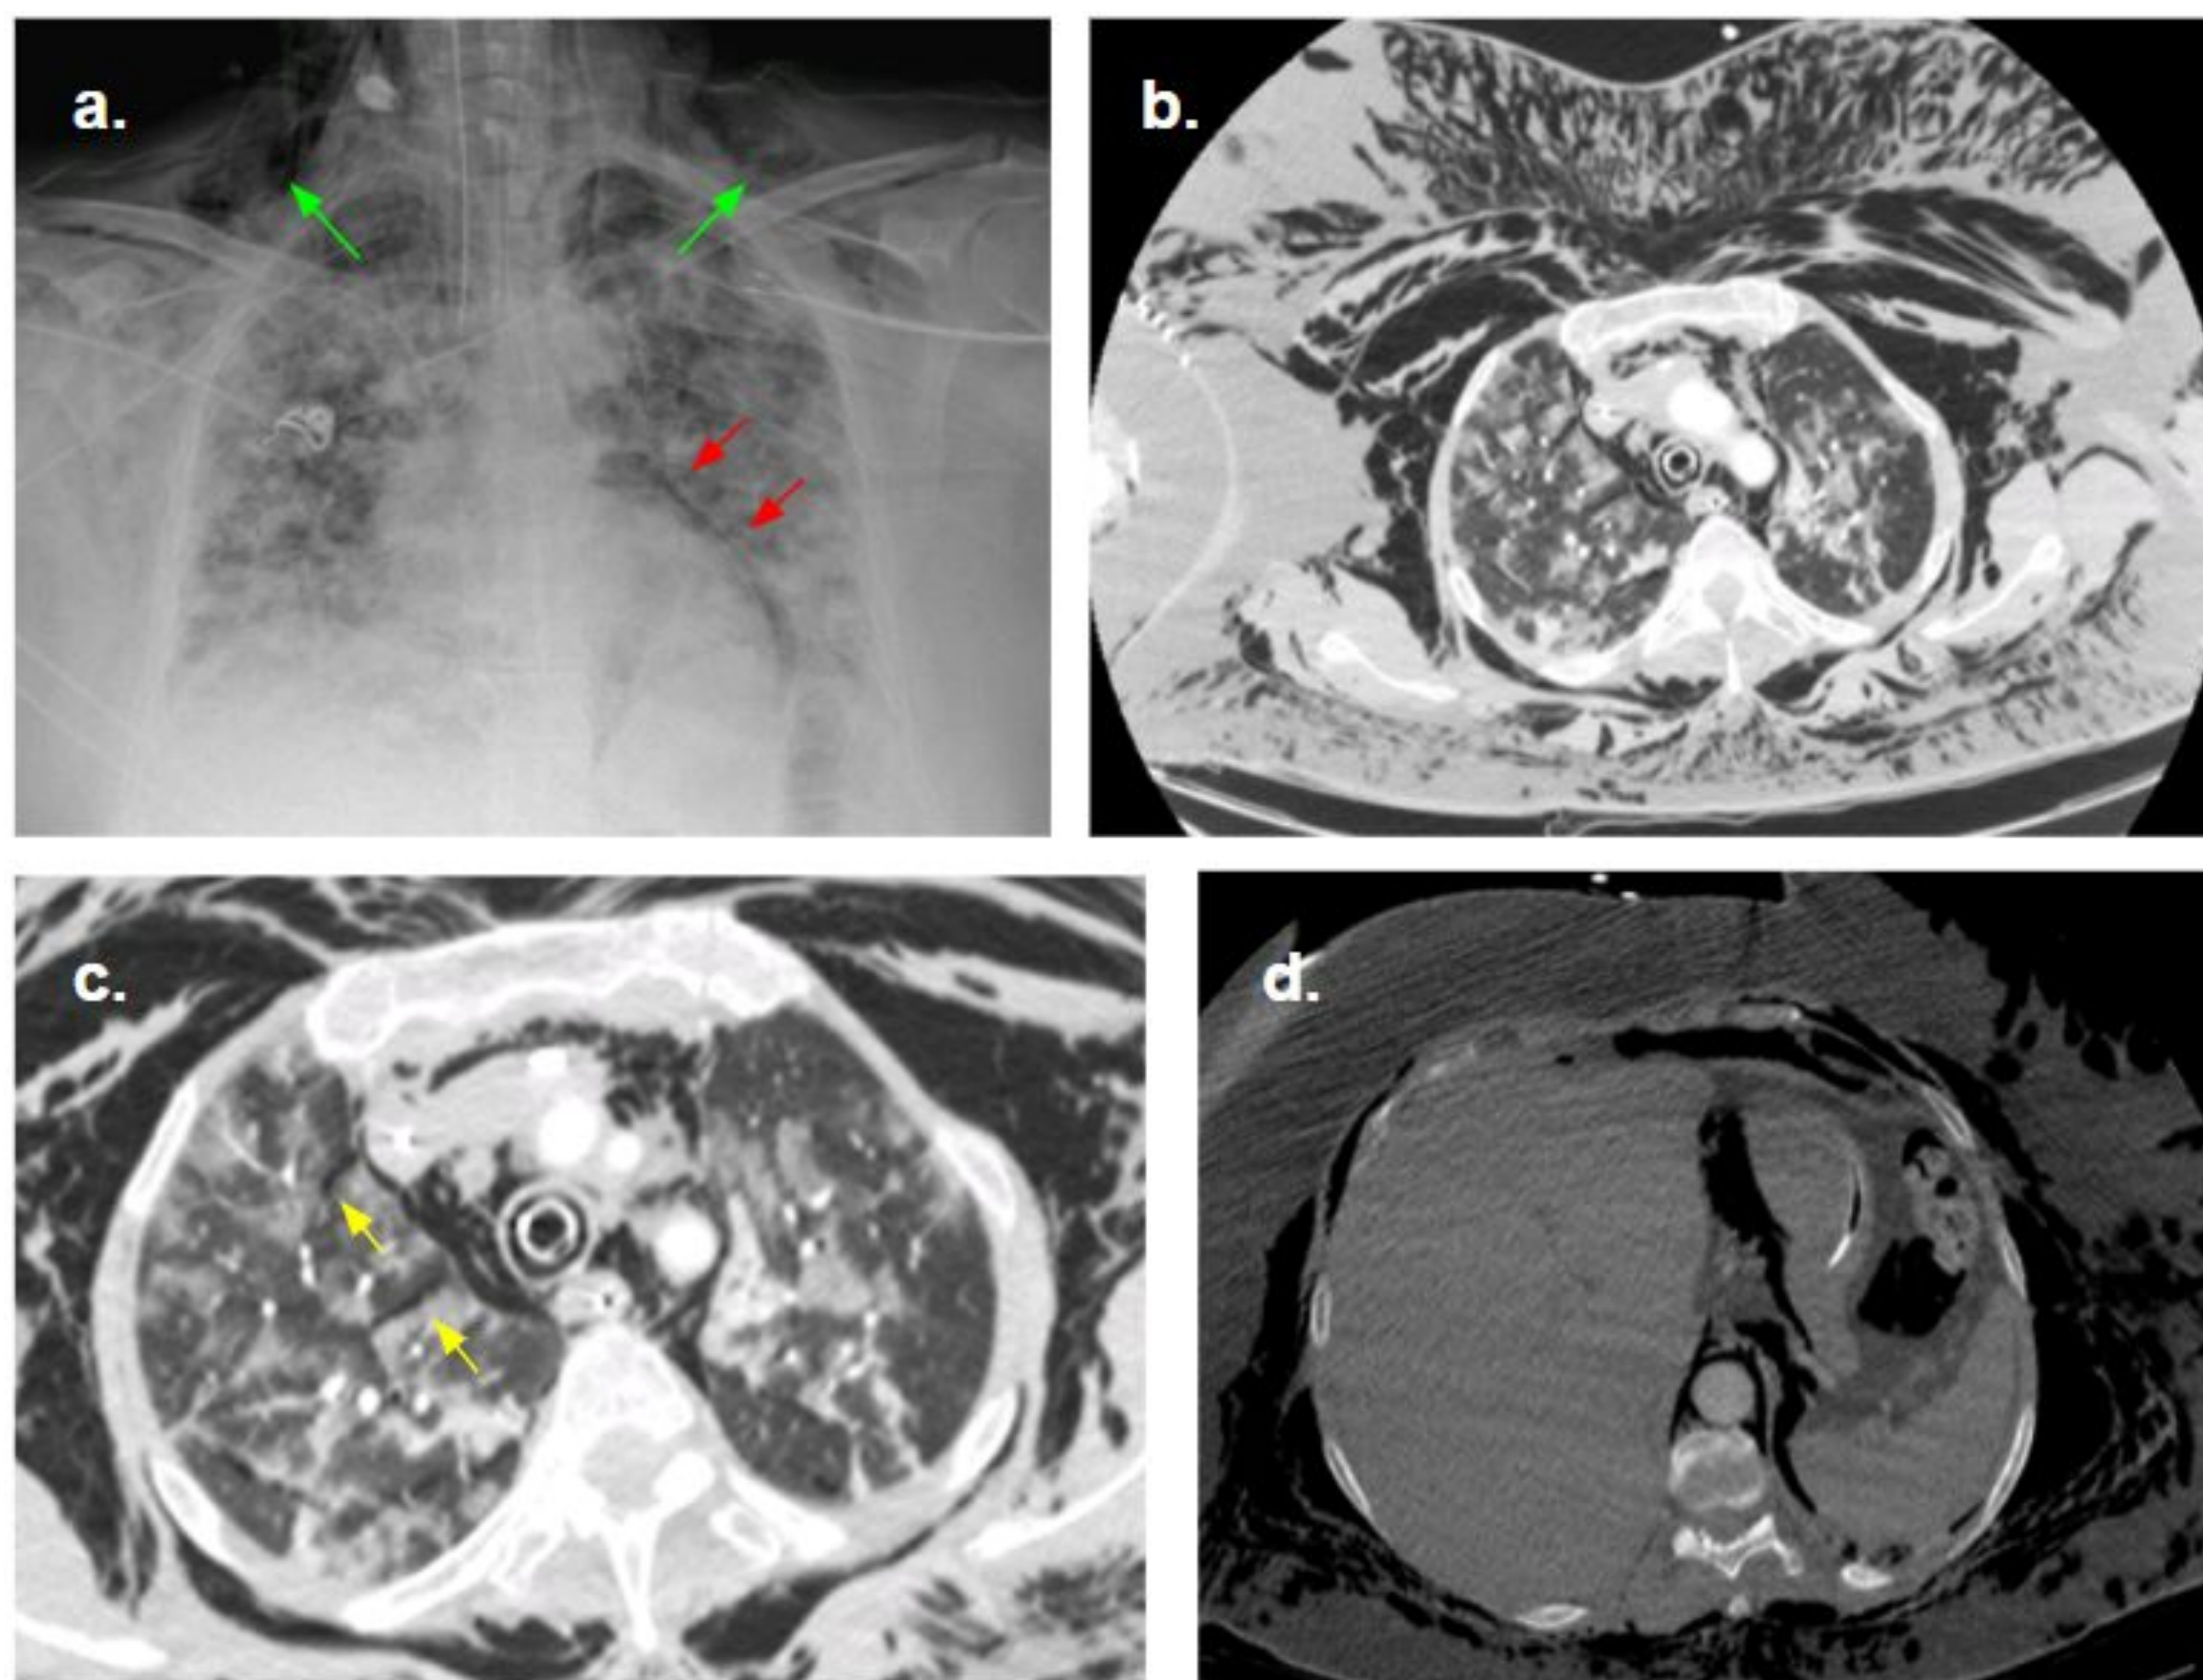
a) Radiografía de tórax que muestra opacidades pulmonares relacionadas con neumonía por COVID, así como neumomediastino (flechas rojas) y enfisema subcutáneo a nivel cervical supraclavicular (flechas verdes). b) Estudio de TC de tórax del mismo paciente que muestra enfisema subcutáneo severo de toda la pared torácica y neumomediastino, probablemente secundario a barotrauma. c) En el pulmón derecho, aire disecando el espacio peribroncovascular en relación con el efecto Macklin (flechas amarillas). d) TAC axial de abdomen superior que muestra extensión al retroperitoneo del neumomediastino visualizado en el tórax.
